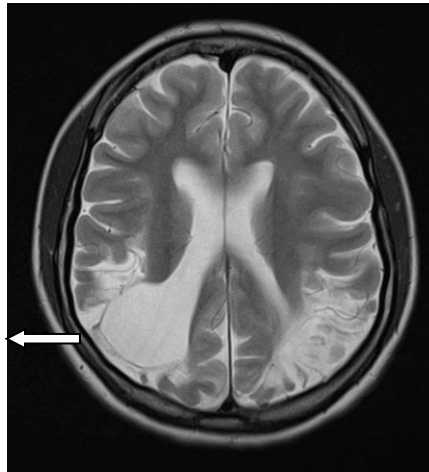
Пациент Л., 4 года (ИБ №11867 2018 г.). Клинический диагноз: ДЦП, симптоматическая эпилепсия. МРТ демонстрирует: Кистозно-атрофические изменения теменно-затылочных долей обеих гемисфер (стрелка). Т2-ВИ в аксиальной плоскости
